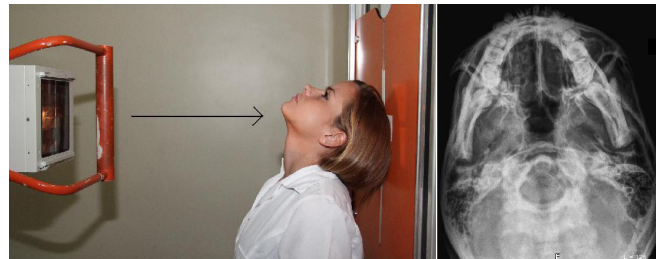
Incidência Hirtz (à esquerda. Seta indicando o sentido dos raios-x). Radiografia em Hirtz (à direita)
